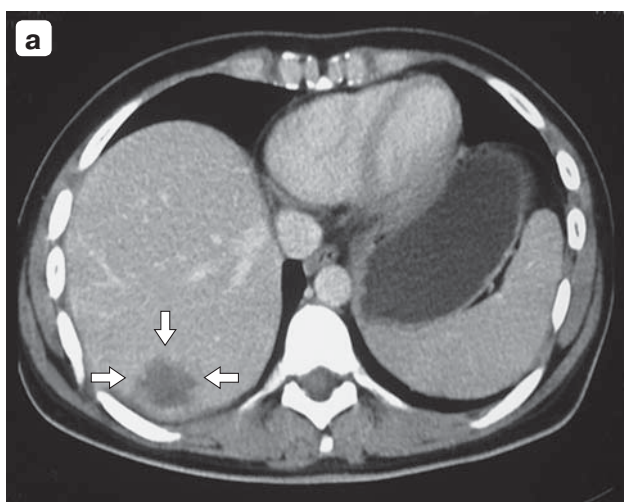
Компьютерные томограммы. Второй вид изменений, происходящих в опухоли после УЗА: а – через месяц; б – через 12 мес, видно увеличение размеров и объема опухолевой ткани по периферии зоны воздействия.
